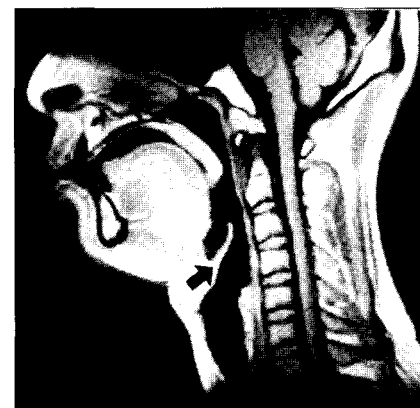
MR image of "i" phonation well opened state of oropharynx with raising the epiglottis(arrow).
